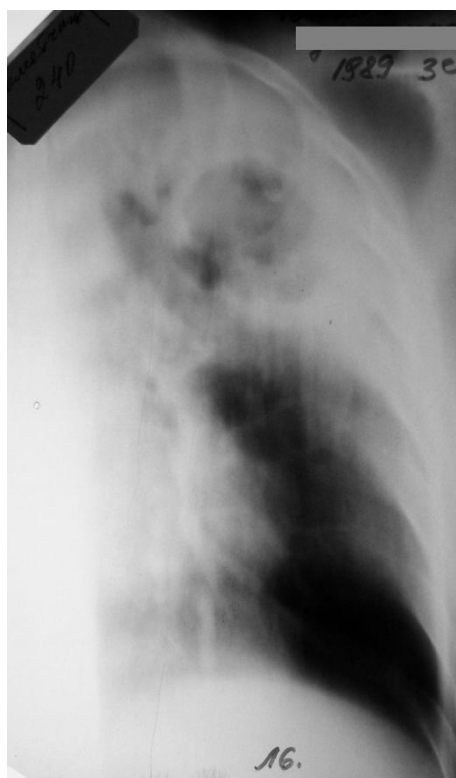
Линейная томограмма левого легкого больной К. при поступлении. В верхней доле определяется система полостей распада от 1,5 до 3,5 см в диаметре с множественными сливными очагами вокруг.
